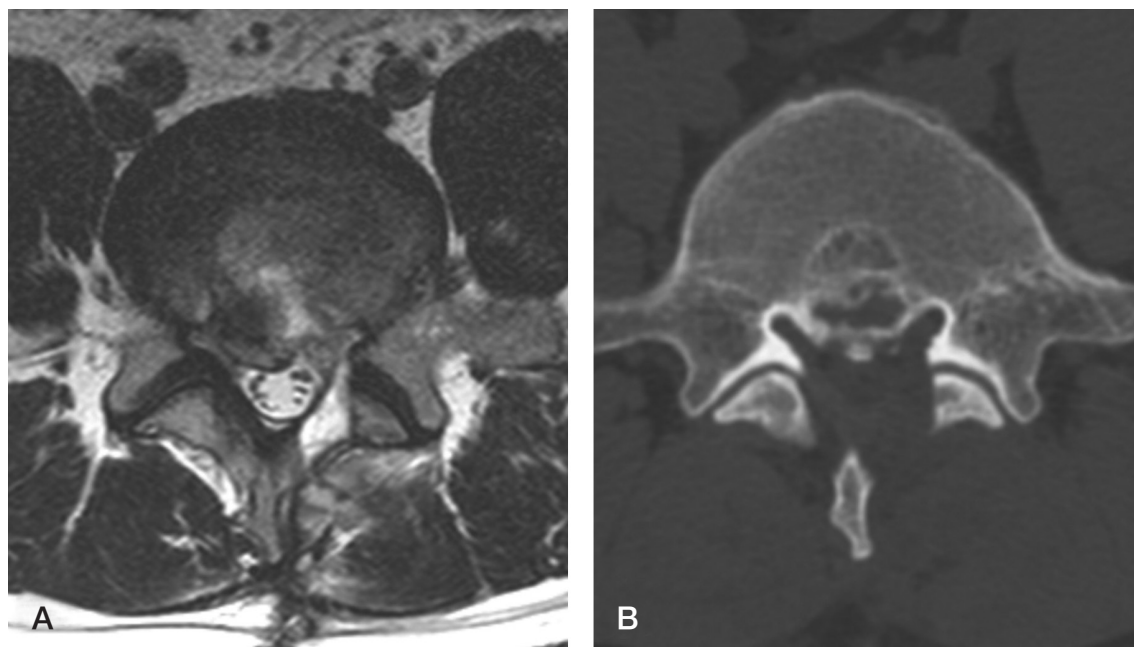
(A-B) Postoperative MRI and CT show a decompressed left lateral recess.
